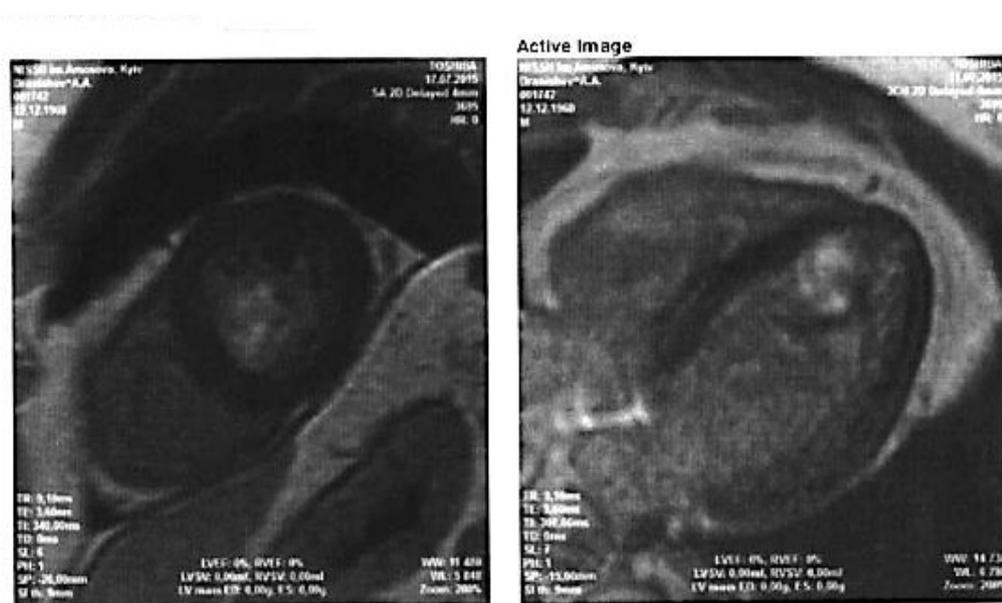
МРТ зображення фіброми ЛШ
